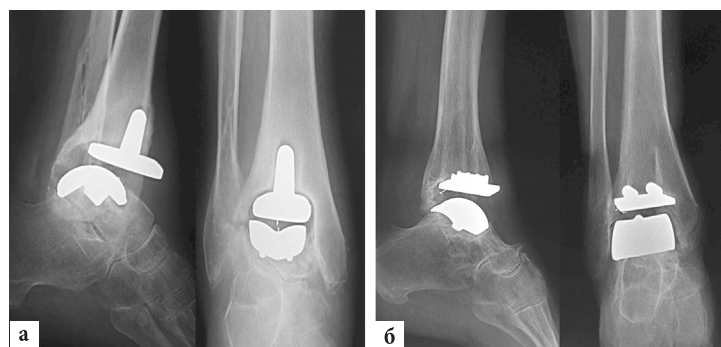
Рентгенограммы пациентов с признаками нестабильности компонентов эндопротезов ГС, выявленными через пять лет после операций: а – больная Ш., 53 лет с признаками нестабильности обоих компонентов эндопротеза Mobility (De Puy): миграцией большеберцового компонента кпереди с деформацией передней стенки дистального метафиза большеберцовой кости, выраженными рентгенопрозрачными линиями на границах большеберцовой и таранной костей с имплантатом с формированием зоны склероза костной ткани; б – больная П., 53 года с признаками нестабильности обоих компонентов эндопротеза (W. Link): миграцией большеберцового компонента кпереди с деформацией передней стенки дистального метафиза большеберцовой кости, рентгенопрозрачными линиями на границе большеберцовой и таранной костей с имплантатом с формированием зоны склероза костной ткани и кистовидной перестройкой кости в области медиального отдела метафиза большеберцовой кости
